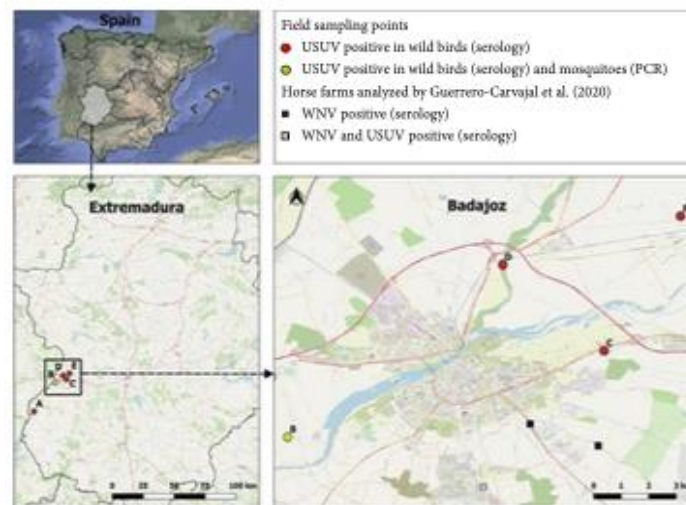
Geographical distribution and results of USUV by serology and PCR in the five sampling points (A: Asesera, B: Rincón de Caya, C: Bótoa, D: Gévora, and E: Sagras) in Extremadura, Spain. This map was created by the QGIS geographic information system, version 3.22.0 (2021) (QGIS association, <https://www.qgis.org/es/site>).
